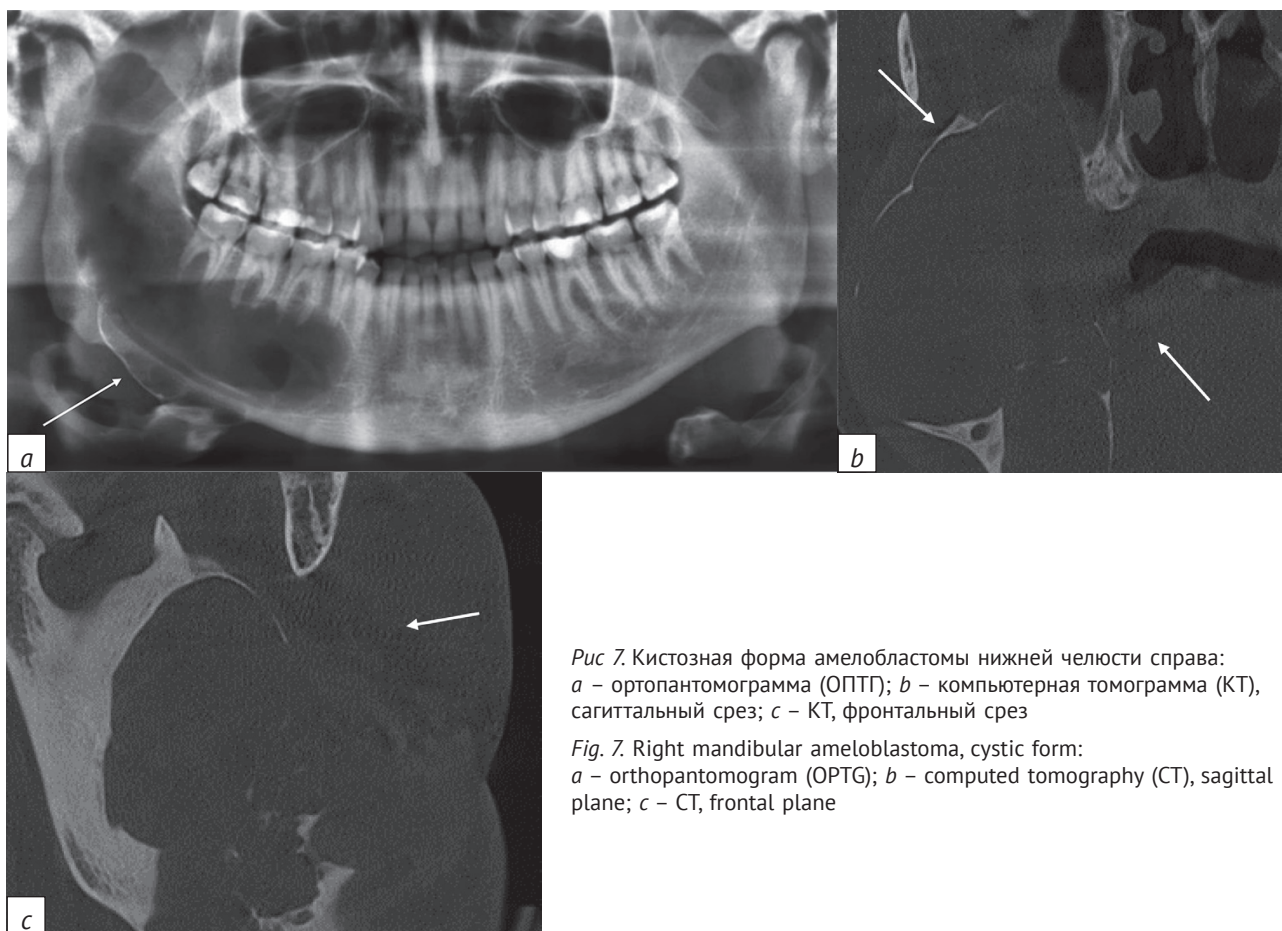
Кистозная форма амелобластомы нижней челюсти справа: *a* – ортопантомограмма (ОПТГ); *b* – компьютерная томограмма (КТ), сагиттальный срез; *c* – КТ, фронтальный срез
